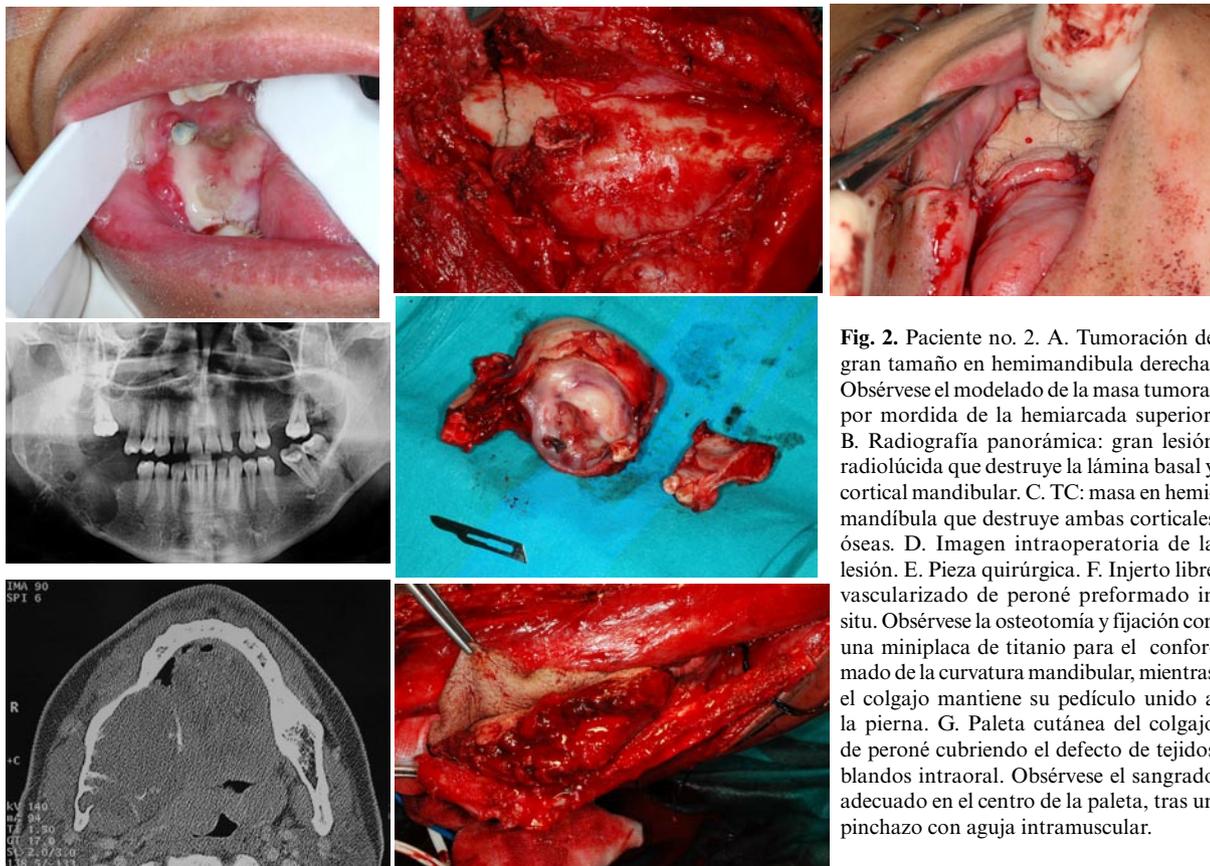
Paciente no. 2. A. Tumoración de gran tamaño en hemimandíbula derecha. Obsérvese el modelado de la masa tumoral por mordida de la hemiarcada superior. B. Radiografía panorámica: gran lesión radiolúcida que destruye la lámina basal y cortical mandibular. C. TC: masa en hemimandíbula que destruye ambas corticales óseas. D. Imagen intraoperatoria de la lesión. E. Pieza quirúrgica. F. Injerto libre vascularizado de peroné preformado in situ. Obsérvese la osteotomía y fijación con una miniplaca de titanio para el conformado de la curvatura mandibular, mientras el colgajo mantiene su pedículo unido a la pierna. G. Paleta cutánea del colgajo de peroné cubriendo el defecto de tejidos blandos intraoral. Obsérvese el sangrado adecuado en el centro de la paleta, tras un pinchazo con aguja intramuscular.
